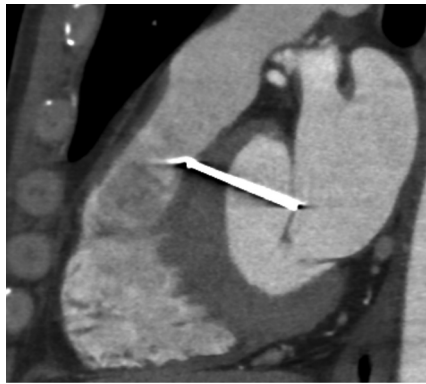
Preoperative sagittal chest computed tomography (CT) scan with contrast agent. It demonstrates that a nail penetrated through the inter-ventricular septum and left ventricular outflow tract, and its tip reached the anterior leaflet of the mitral valve.
